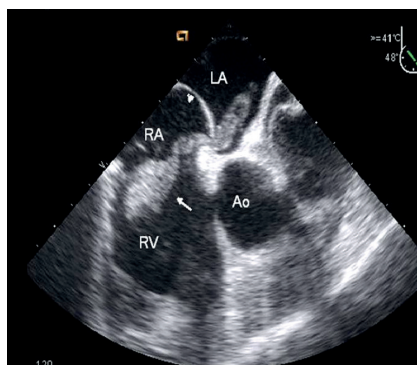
Транспищеводное эхокардиографическое исследование: тромб, проходящий через открытое овальное окно из полости правого предсердия в левое
